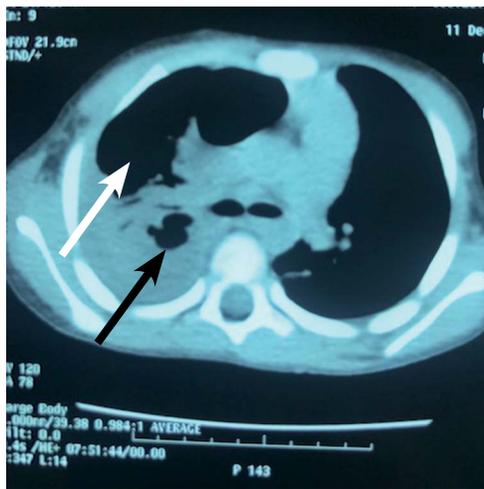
Tomografía de tórax a los 12 días de evolución. Se observa el neumatocele (flecha blanca) y abajo el empiema y paquipleuritis (flecha negra).
